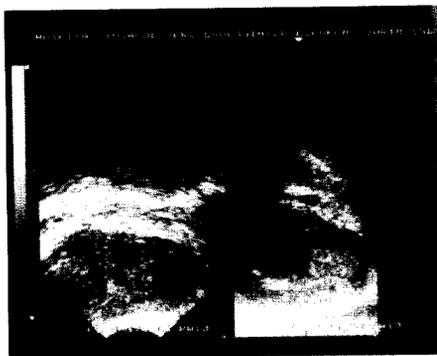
En las prostatitis, la ecografía ayuda al diagnóstico clínico, que es el fundamental. En este caso, enfermo con sintomatología sugerente de prostatitis aguda que en la ecografía transrectal muestra una disminución ecogénica en todo el lobulillo izquierdo (corte transversal) que aparece muy hipoeicoico en el corte longitudinal. Se confirma el diagnóstico y se sospecha la formación de un absceso.
